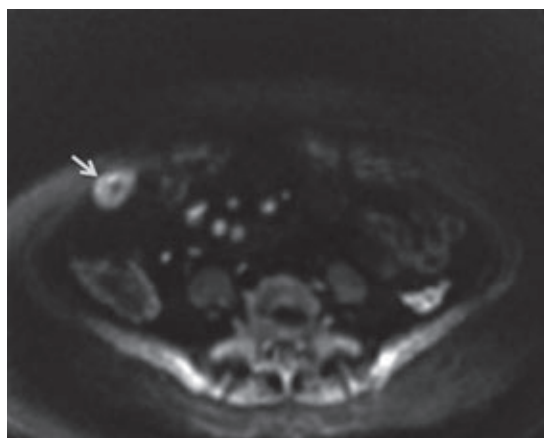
Secuencia DWI 500-b en plano axial, se señala restricción a la difusión en la pared que traduce edema (flecha).
